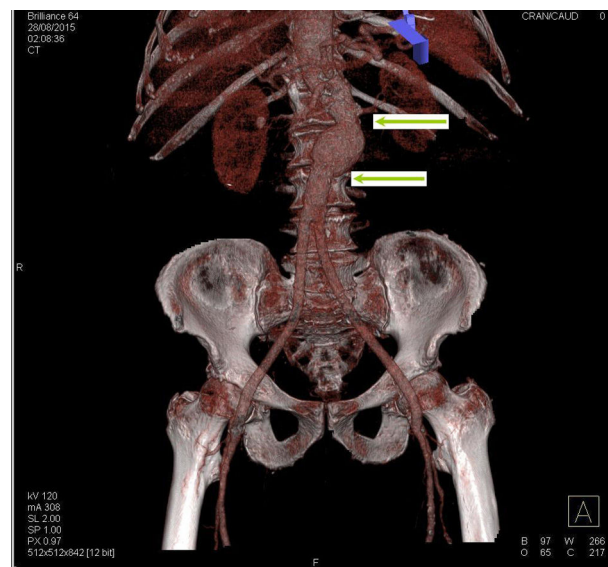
Reconstrucción *rendering* de una angio-TAC, donde se observa una visión anterior del aneurisma aórtico (flechas) y del *bypass* aorto-bifemoral permeable.
